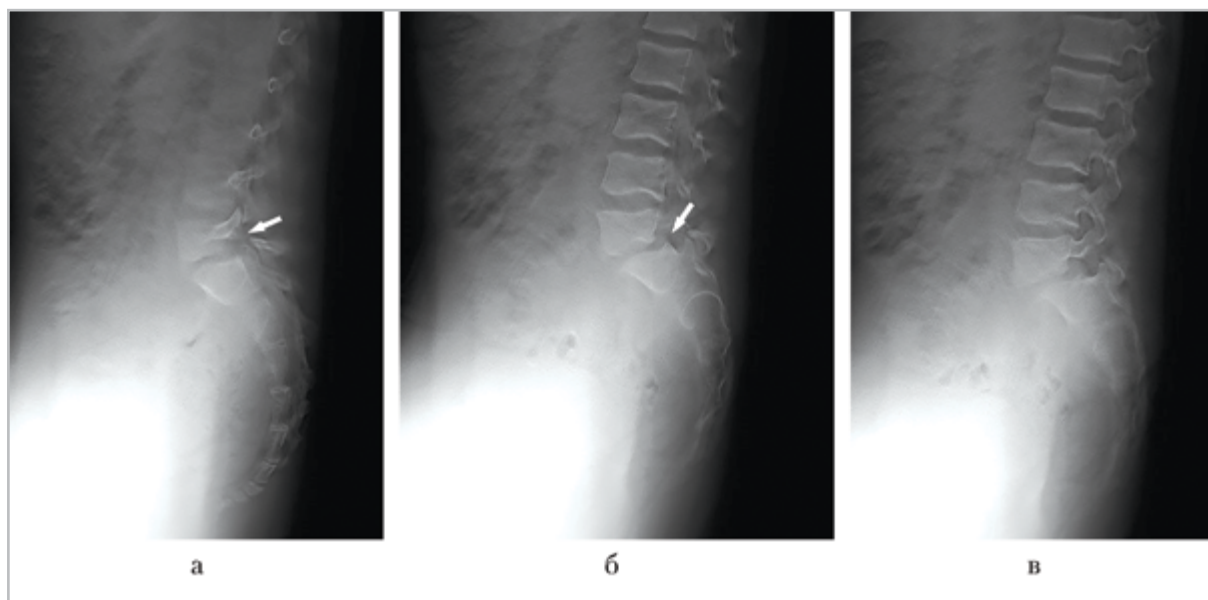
Томограммы пояснично-крестцового отдела позвоночника с использованием методики томосинтез. Смещение позвонков в сегменте L5–S1. Несращение дужек позвонков в сегменте L5–S1
